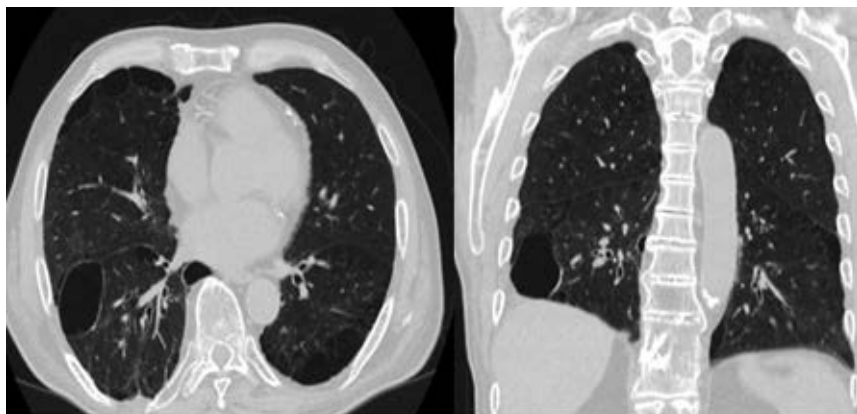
КТ-сканы в аксиальной и коронарной плоскостях и реконструкции с применением проекции минимальной интенсивности, демонстрирующие расширенные бронхи в аденокарциноме легкого. Применение реконструкций позволяет четко высказаться о характере патологии
